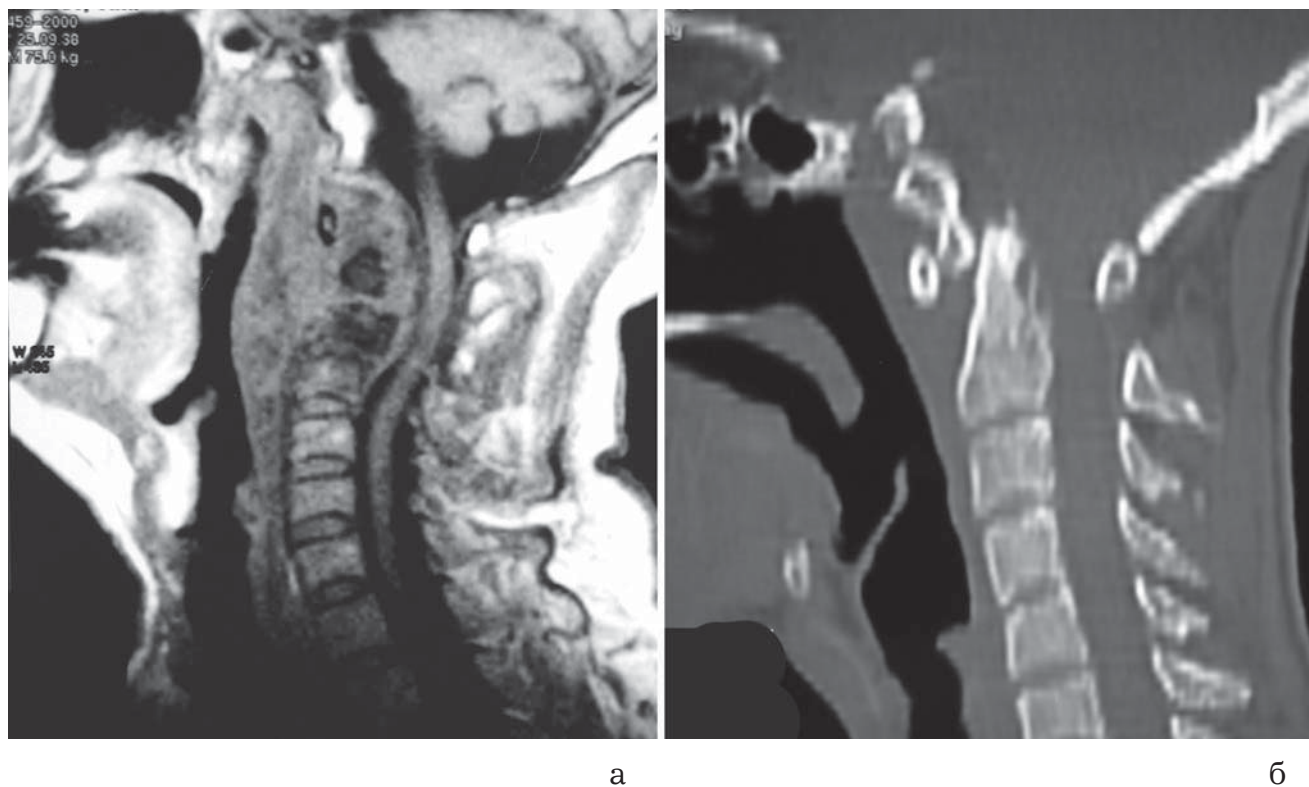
МРТ и спиральная РКТ краниовертебральной области: а – МРТ: деструкция C0-C1-C2 с обширным превертебральным абсцессом; б – спиральная РКТ: атланто-аксиальная дислокация с расширением сустава Крювелье и внедрением зубовидного отростка в большое затылочное отверстие.
